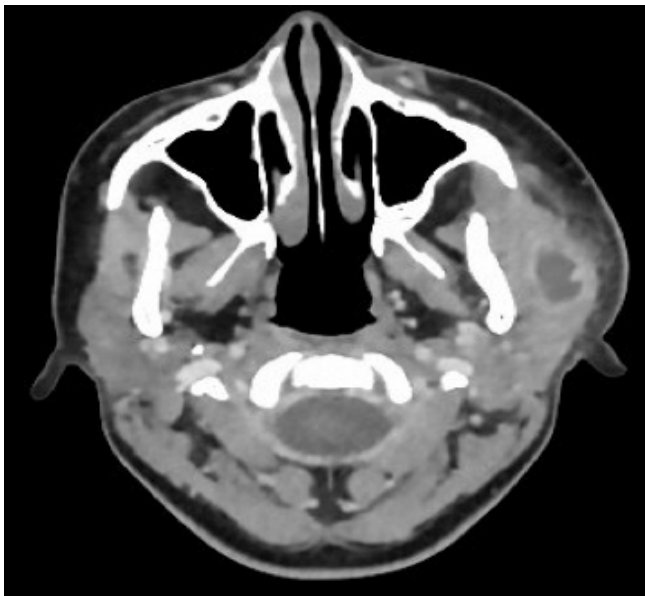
TDM en coupe axiale passant par le massif facial: Collection parotidienne gauche à centre hypodense et à rehaussement périphérique associée à un muscle masséter gauche tuméfié et une densification de la graisse parotidienne (flèche ←).
